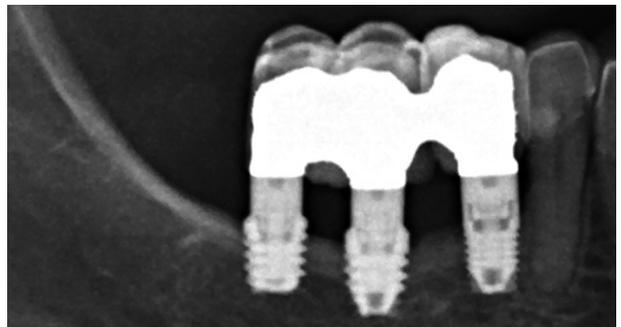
Radiografías periapicales a los 6 años de seguimiento. Podemos ver la estabilidad del tratamiento no observándose pérdidas óseas ni problemas sensitivos tras la cirugía o en el post-operatorio a corto o largo plazo.
